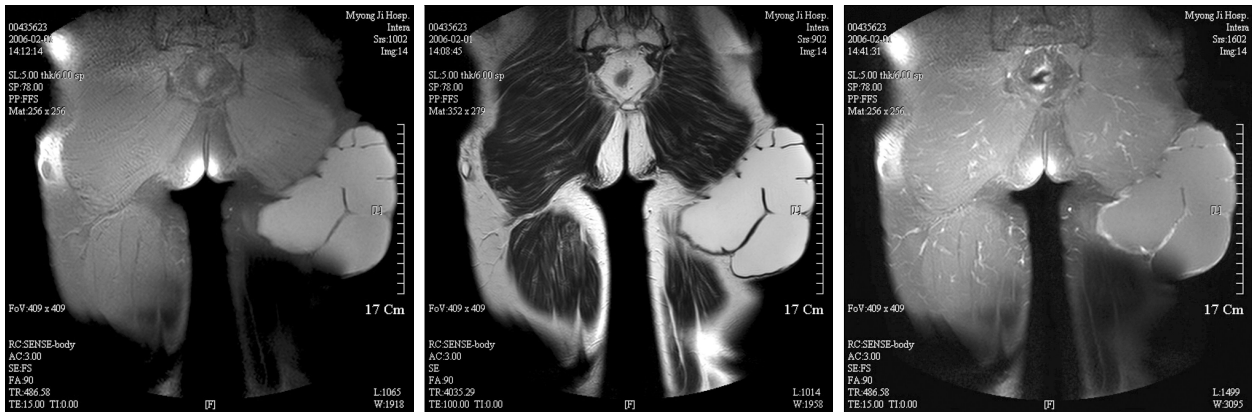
Coronal view of the preoperative magnetic resonance images demonstrate about 15 × 15 × 5 cm-sized, multilocular cystic mass within the subcutaneous fat layer of posterolateral aspect of the left buttock. (Left) T1- weighted. (Center) T2-weighted. (Right) Gadolinium- enhancement image.
